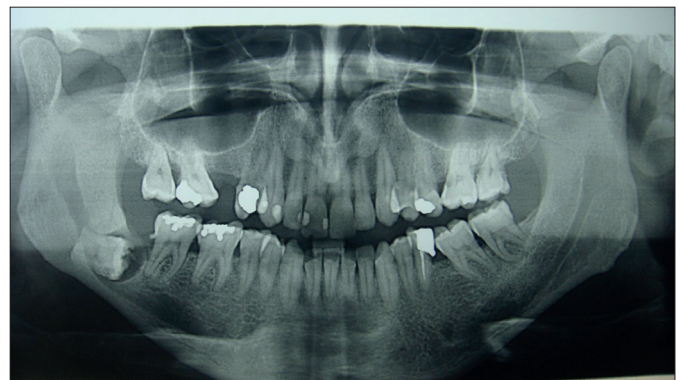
Radiographie panoramique : 48 incluse.
